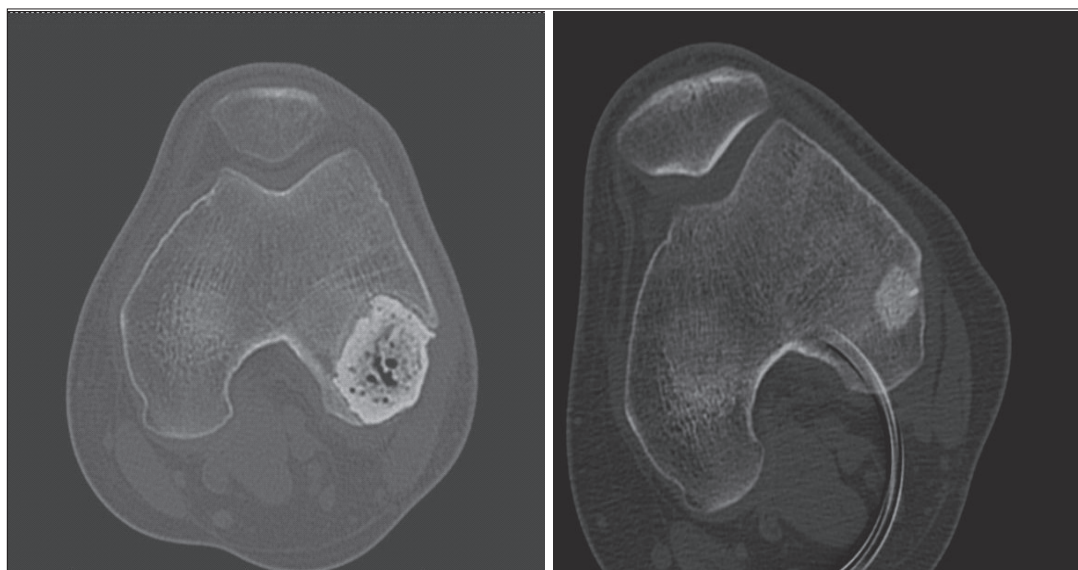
Компьютерная томограмма, демонстрирующая наличие склерозированного очага поражения в мыщелке бедренной кости
